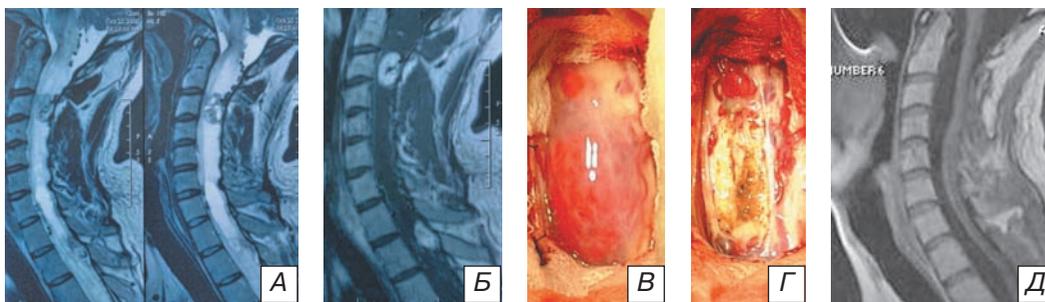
Множественные гемангиобластомы шейного и грудного отделов спинного мозга у больного с синдромом Гиппеля — Линдау: а) МРТ-исследования в режиме T2 в сагитальной плоскости. Видимые опухоли представляют собой 2 узла, расположенные на уровне позвонков С3 и Т2; спинной мозг кистозно изменен на всем протяжении исследуемого участка;
